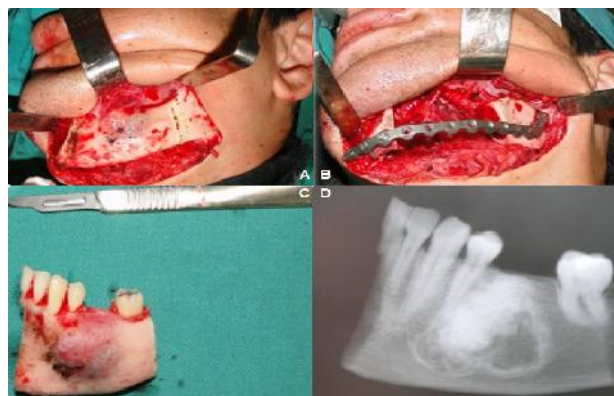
A) Acesso submandibular, exposição da lesão e delimitação das margens da osteotomia. B) Ressecção segmentar e fixação com placa de reconstrução do sistema 2.7mm. C) Peça cirúrgica ressecada. D) Radiografia pós- ressecção demonstrando total envolvimento da lesão.
